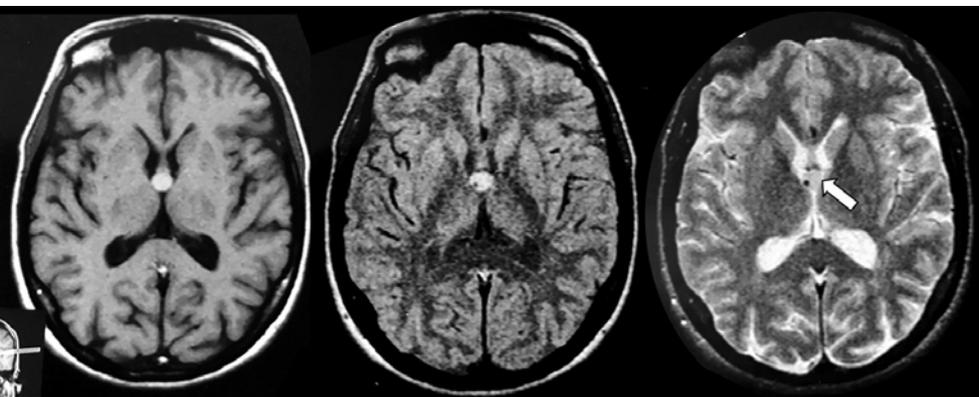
Am Dach des dritten Ventrikel ist eine kugelförmige Zyste zu erkennen, die sich in den T1- (links) und FLAIR- (Mitte) gewichteten Sequenzen signalreich und in den T2-Sequenzen isointens zeigt. Eine Liquorzirkulationsstörung ist bei normaler Weite der Seitenventrikel nicht nachweisbar.
